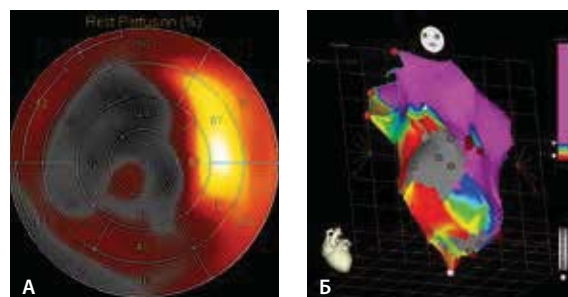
Пациент с аневризмой левого желудочка и желудочковой тахикардией: А – перфузионная однофотонная эмиссионная компьютерная томография миокарда с ^{99m}Tc -Технетрилом, Б – внутрисердечное электрофизиологическое исследование
